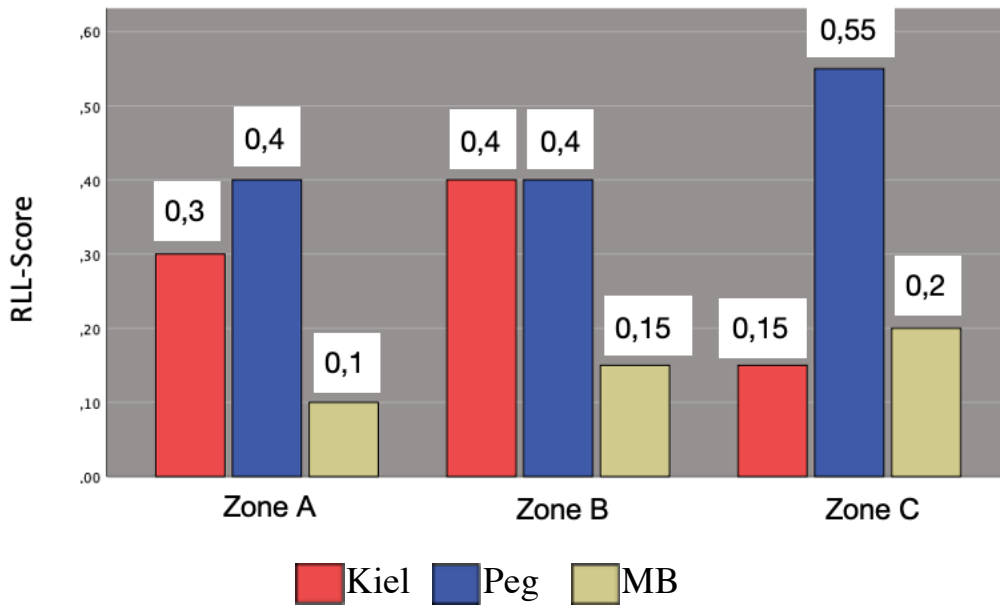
RLL-Score pro Zone im true-a.p. Röntgenbild im Gruppenvergleich
